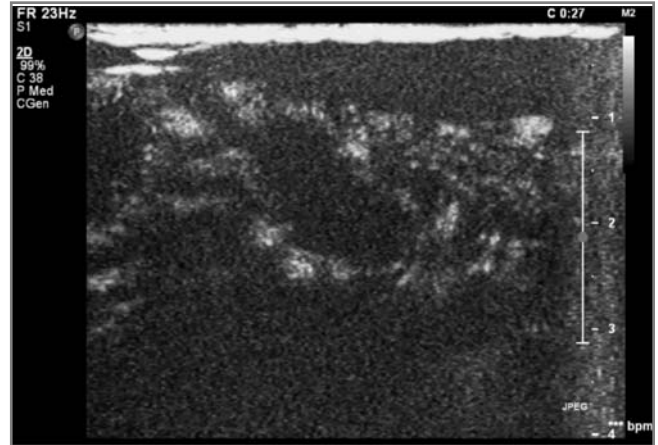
На рисунке УЗИ-картина пораженного сегмента после введения контраста у мужчины 58 лет с БК. Наблюдается усиление сигнала от слизистой оболочки и подслизистого слоя.
